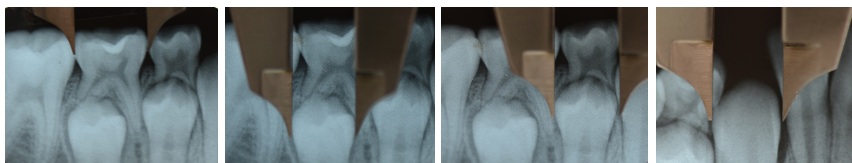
Sequência para determinação do diâmetro mésio-distal do canino permanente, pré-molares e segundo molar decíduo nas radiografias periapicais do lado direito.
